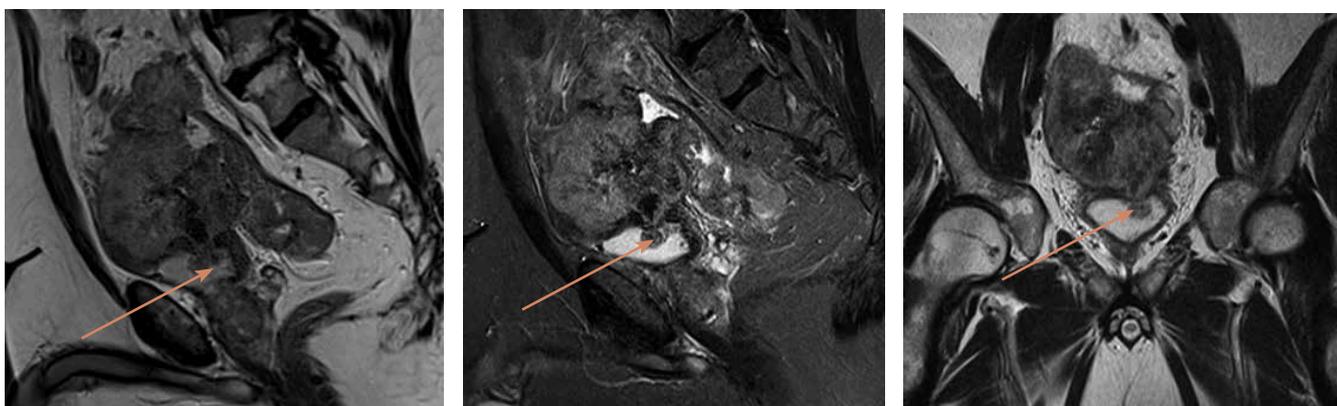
МРТ органов малого таза, T2-, T2-Fsat изображения. Аденокарцинома верхне-ампулярного отдела прямой кишки, полное прорастание стенки мочевого пузыря (указано стрелкой)
